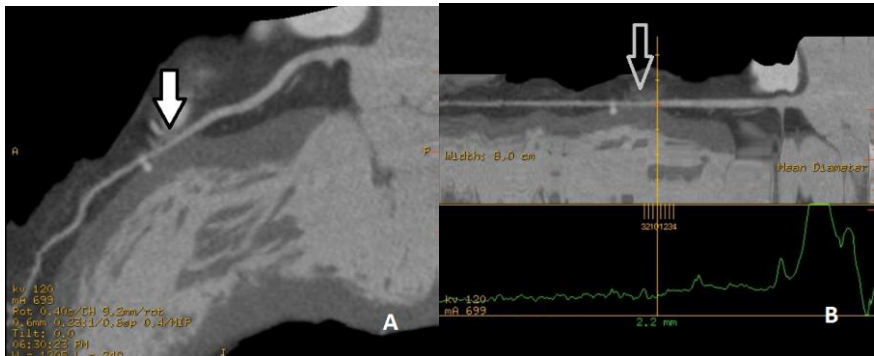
Reformatações multiplanares de coronariografia por TC de 64 cortes; visualização da artéria descendente anterior com ponte miocárdica assinalada pelas setas.
